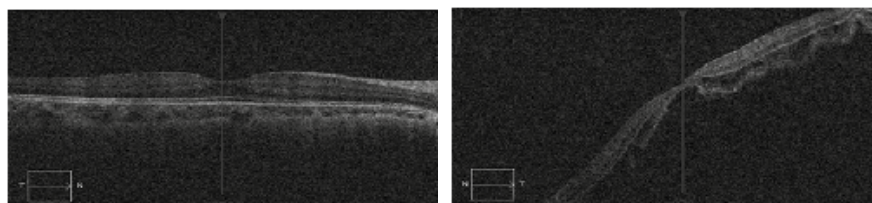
Оптическая когерентная томография: а) правого глаза;
